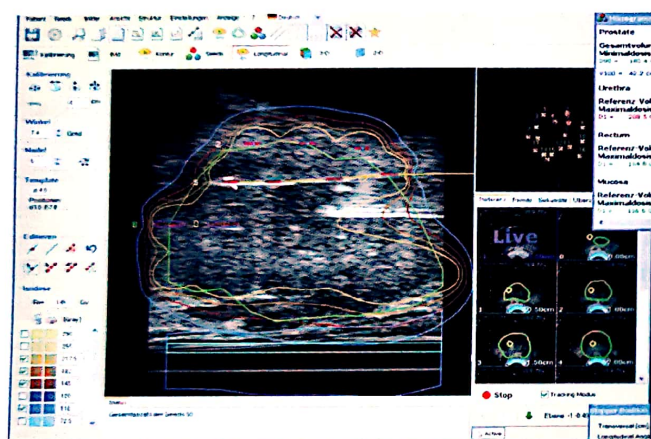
Introducerea seedurilor sub control ecografic.
